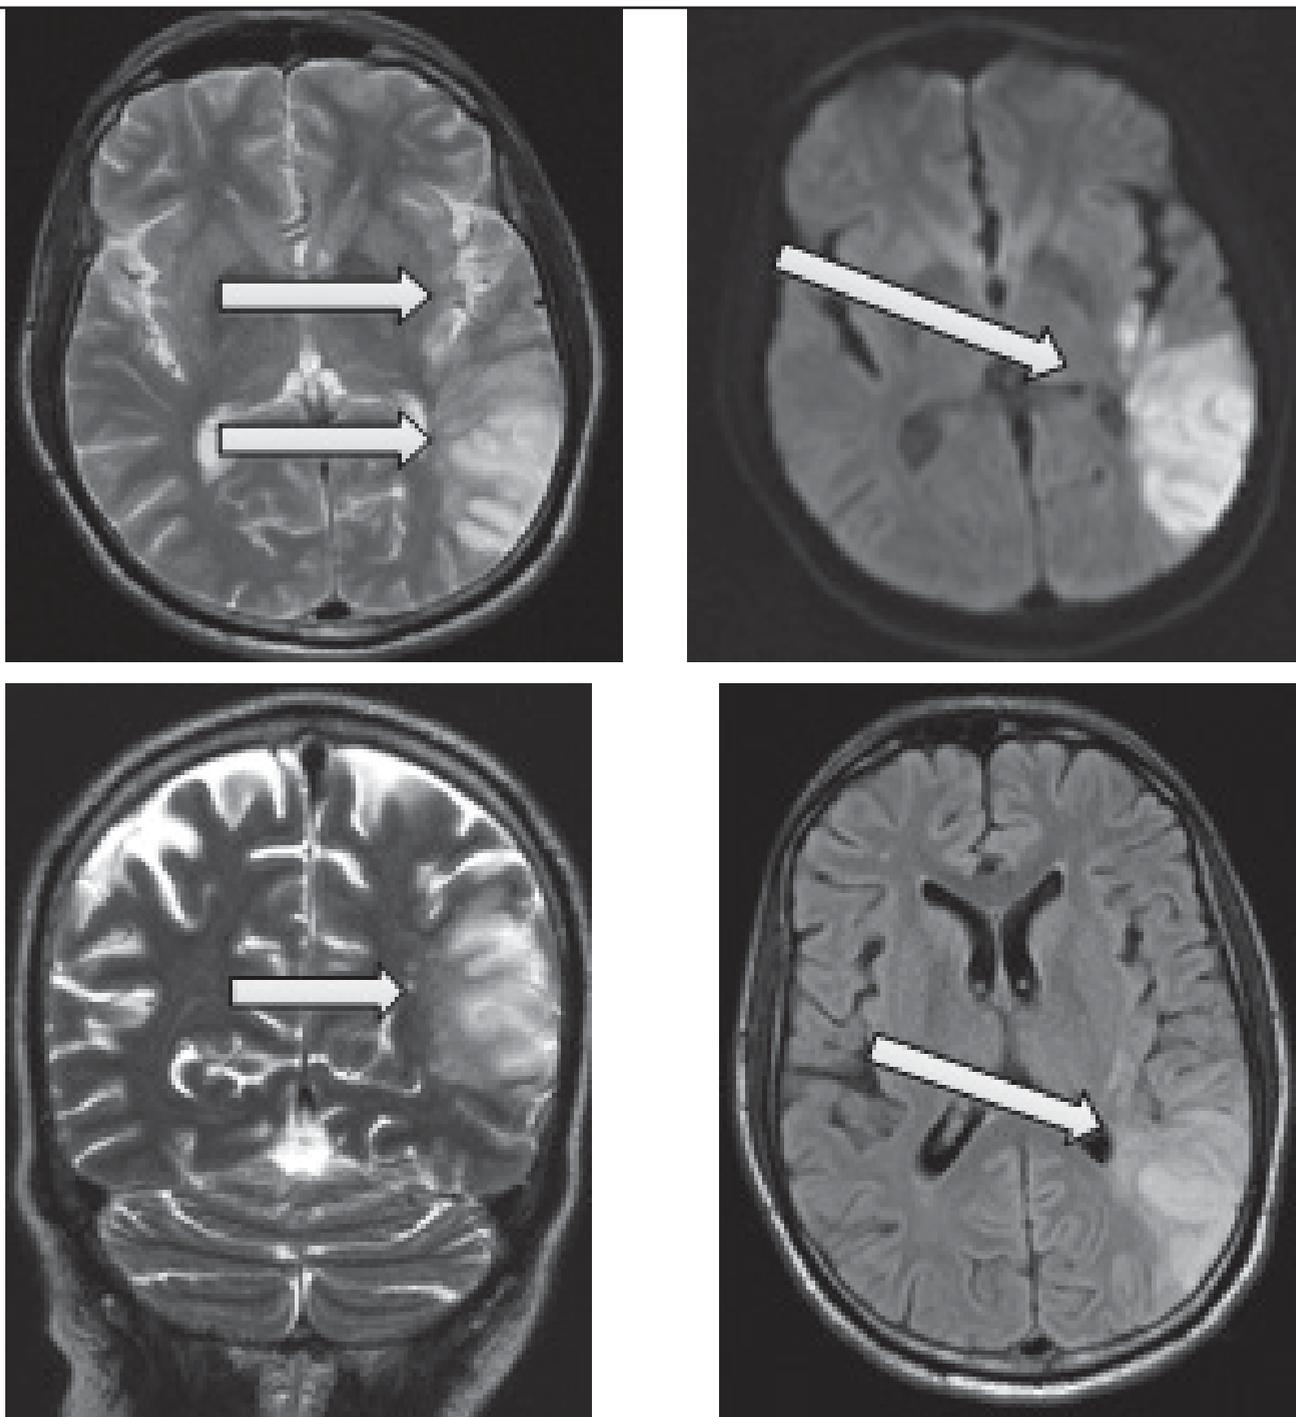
Principales hallazgos por RMN. Alteración en la intensidad de la señal con patrón cortico-subcortical que compromete la región parietooccipital y la ínsula posterior izquierda.
